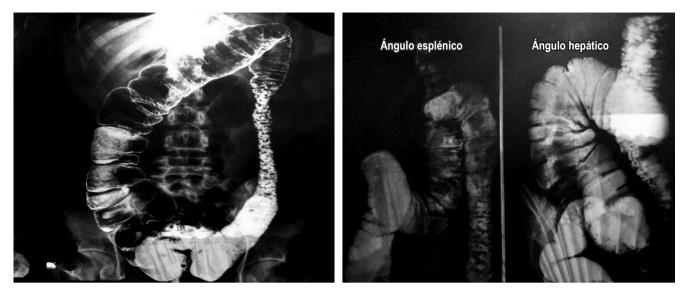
Radiografía abdominal en proyección anteroposterior, de pie, con uso de enema baritado. Se evidencia engrosamiento de las paredes colónicas, dilataciones irregulares del marco colónico, aumento y heterogeneidad de secreción en el colon ascendente y en el ángulo hepático, así como en el colon descendente y sigmoides con imágenes polipoideas múltiples y signos correlativos con úlceras en collar.
